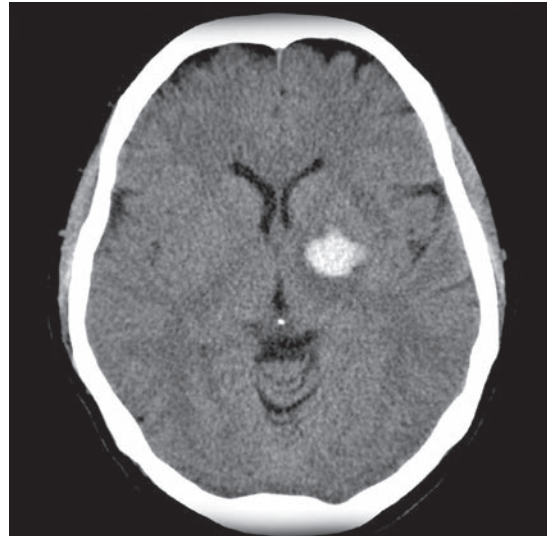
Intrakranielle Blutung (Stammganglienblutung) in der CT-Bildgebung – absolute Kontraindikation für eine Lysetherapie
